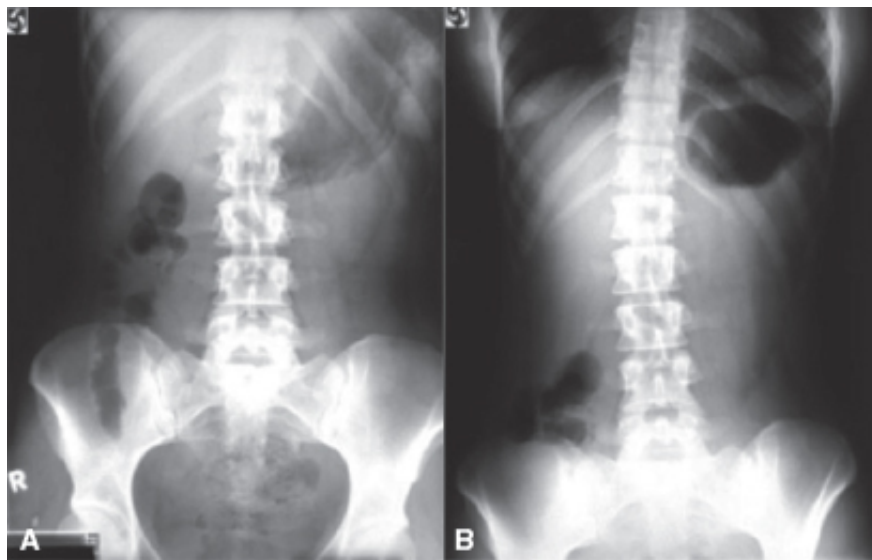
A. Radiografia simples de abdome demonstrando alça sentinela na fossa ilíaca direita, sugestiva de apendicite aguda. B. Radiografia simples de abdome demonstrando nível hidroaéreo em região do ceco e íleo terminal.
